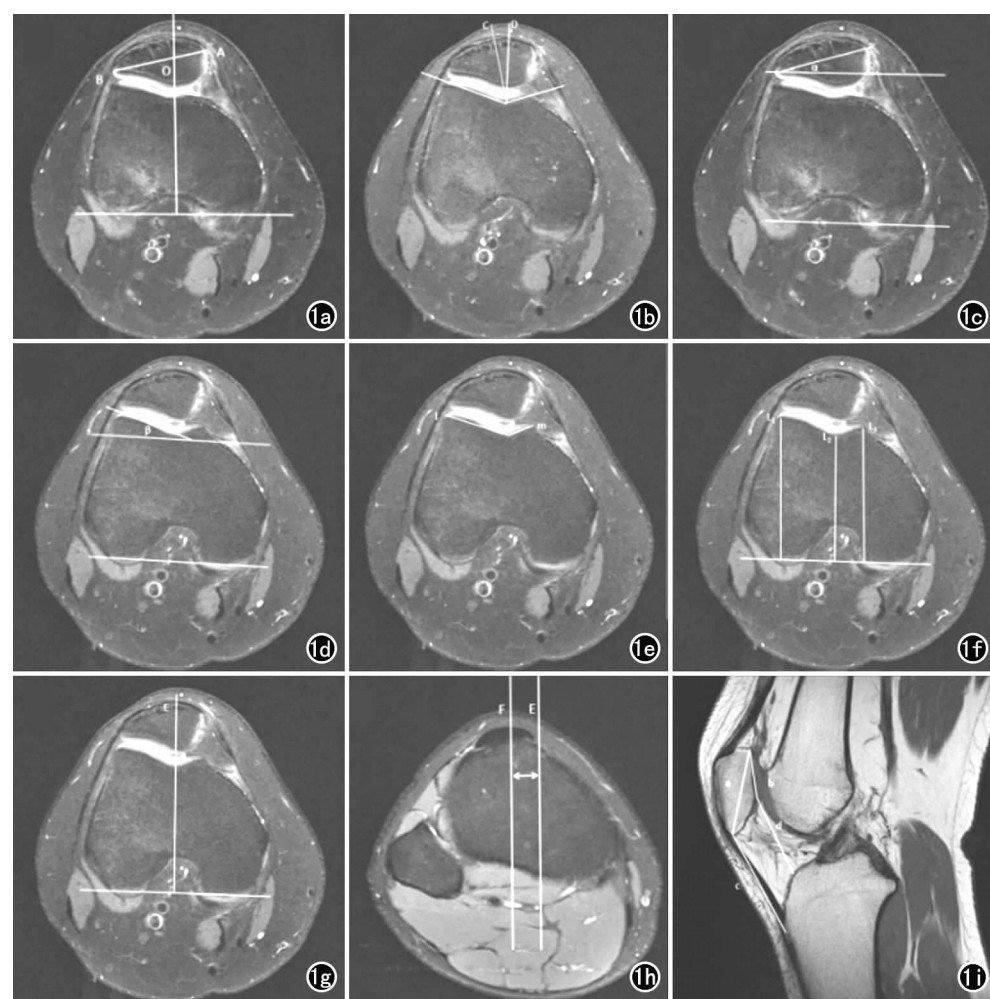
复发性髌骨不稳的 MRI 测量。a)BSO 的测量:AB 是髌骨横断面的最长横径,OB 是髌骨在股骨滑车凹中线外侧的部分,BSO=OB/AB;b)CA 的测量:CA=股骨滑车沟的角平分线 D 与股骨滑车凹最低点和髌骨嵴最低点连线 C 的夹角;c)PTA 的测量:PTA 为髌骨长轴与参考线(以股骨内外后髁连线为参考线)的夹角(α);d)LTI 的测量:LTI 为股骨外侧滑车面与参考线的夹角(β);e)股骨滑车面对称性的测量:股骨滑车面对称性=内侧滑车面长度(m)/外侧滑车面长度(l);SA 的测量:SA=m 与 l 的夹角;f)股骨滑车深度的测量:股骨滑车深度=[股骨外侧滑车最凸点(L1)+股骨内侧滑车最凸点(L3)]/2-滑车沟最凹点到参考线的垂直距离(L2);g)TT-TG 的测量:TT-TG=股骨滑车沟最凹点(E)和胫骨结节最凸点(F)之间的垂直距离。h)TT-TG 的测量;i)ISR 的测量:ISR=髌韧带长度(c)/髌骨最长径(a);C-D 的测量:C-D=髌骨后下缘至胫骨平台前方距离(d)/髌骨后缘长径(b)。
